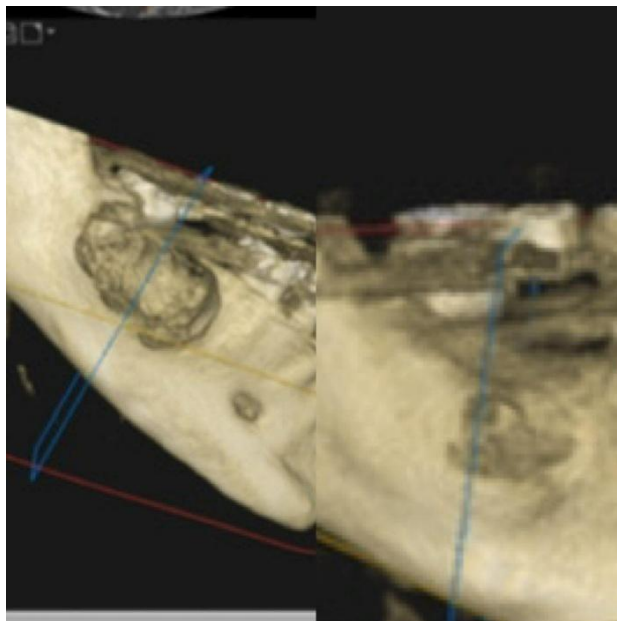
TC em medidas de 19.1mm horizontalmente e 10.3mm vertical, mostrando area da lesão hipodensa, indicando Neoformação óssea.
